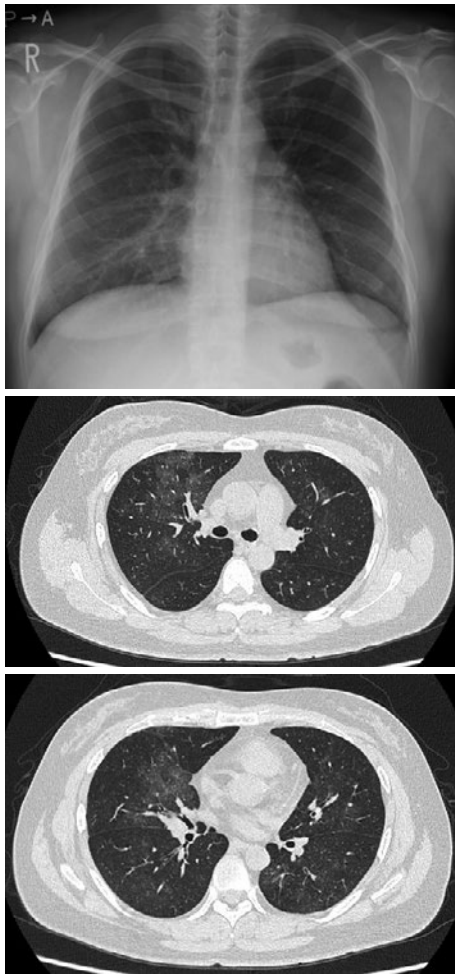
入院時画像所見. 胸部X線写真では右下肺野縦隔側にわずかなすりガラス影を認め, 胸部CTでは右中葉気管支周囲を主体として淡い濃度上昇域が両肺に散在しているが胸膜直下はスぺアされている.
